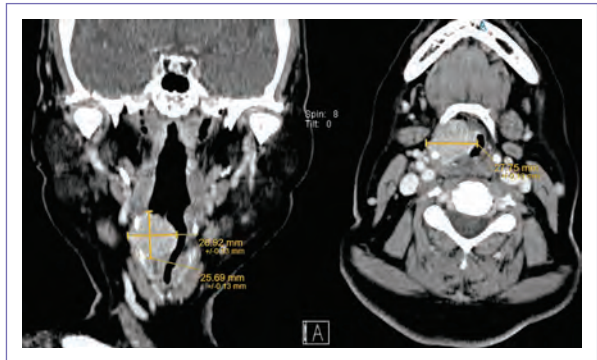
Cervical CT in coronal and axial section, where a tumor measuring 27 × 25 × 25 mm can be seen superior to the thyroid cartilage on the right side that determines a narrowing of the airway of 3 mm.
